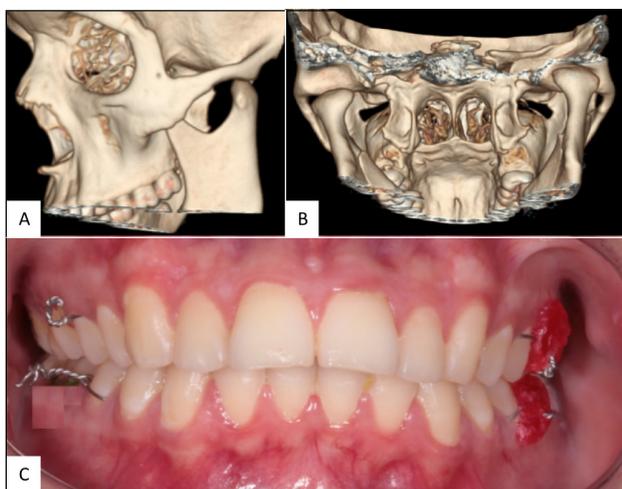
Reconstrução em 3D de tomografia computadorizada evidenciando a cabeça da mandíbula à frente da eminência articular.
